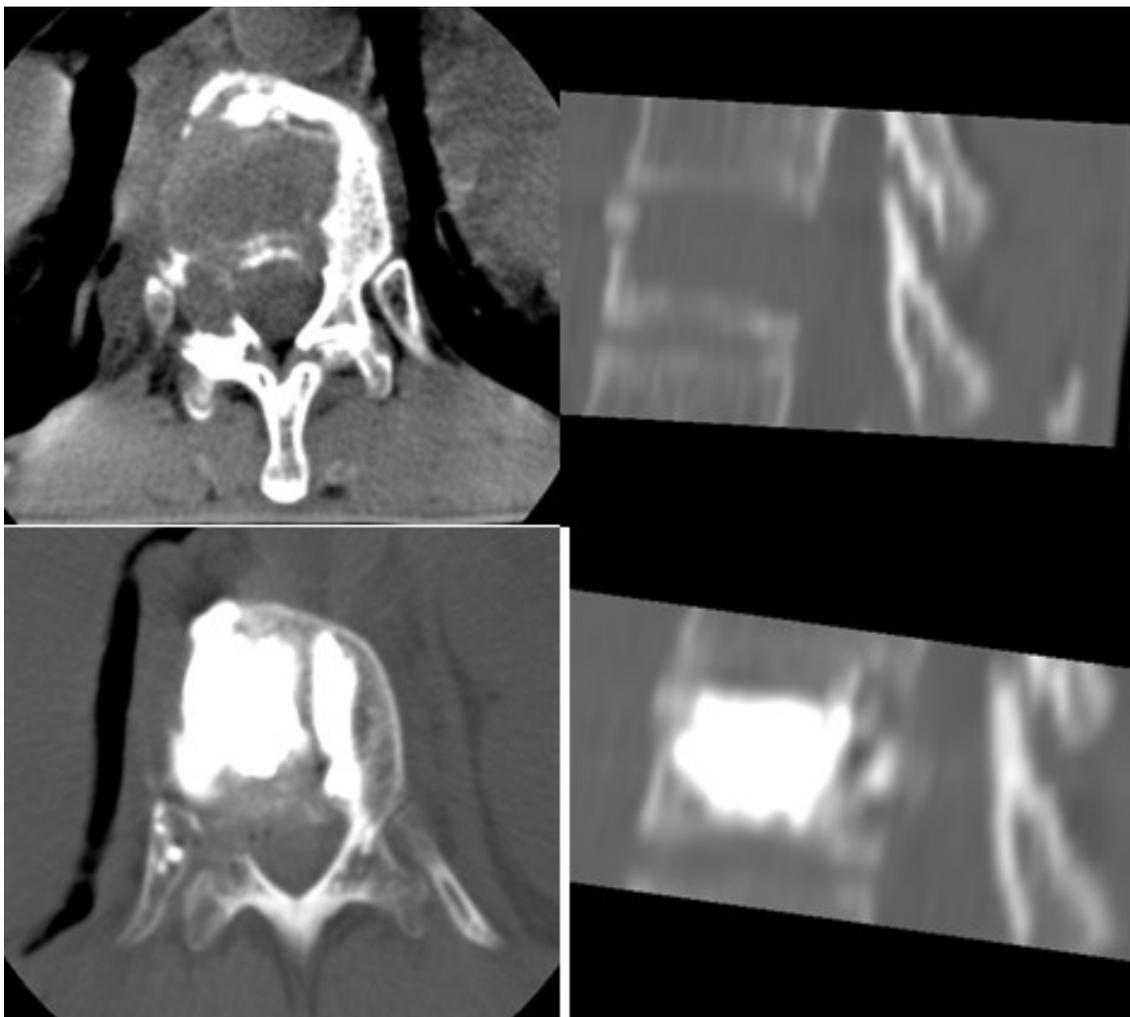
Minimal invasive Behandlung der Wirbel-Metastasen durch Cavity/Coblation-Methode: Computertomographie vor (oben) und nach der Operation(unten).
